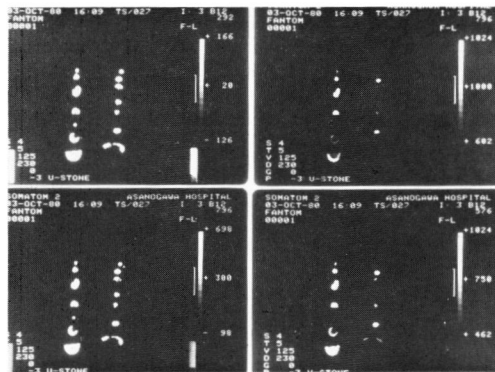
window level を変化させた時の結石の CT 像
